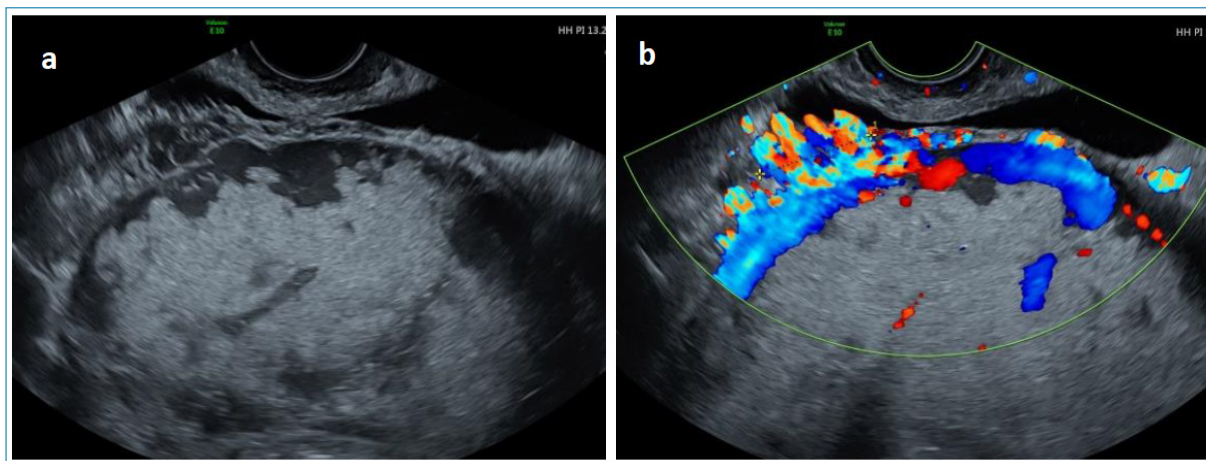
Acretismo placentario. Placenta previa anterior. Corte axial. a) Adelgazamiento miometrio y grandes lagunas. b) Doppler color. Neo-hipervascularización subplacentaria especialmente entre la pared anterior del útero y la posterior de la vejiga y puentes que surgen en el miometrio y que se introducen en la serosa uterina.
